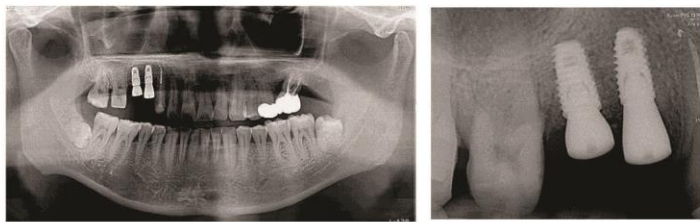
а) Панорамный снимок и б) периапикальная рентгенограмма после повторного входа.
